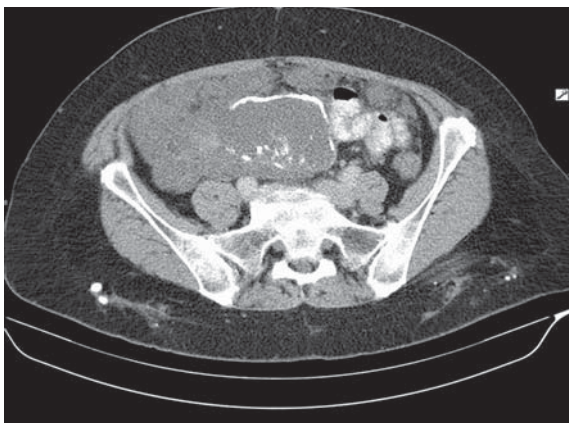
КТ брюшной полости и малого таза (кистозно-солидные очаги псевдомиксомы с опухолевой инфильтрацией в зоне илео-цекального угла)
